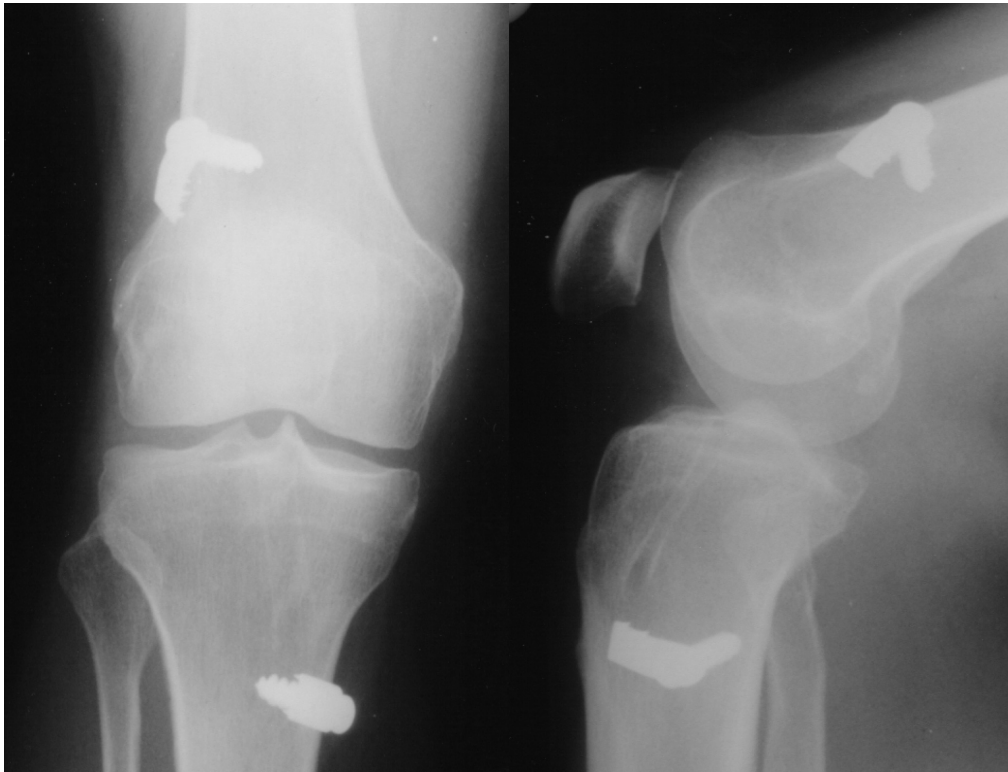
Röntgenbefund rechtes Knie in 2 Ebenen (Patientin Nr. 13)
